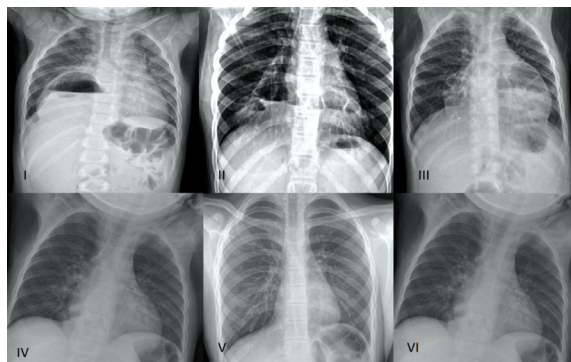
The pre- (I, II, III) and postoperative (IV, V, VI) chest X-rays
